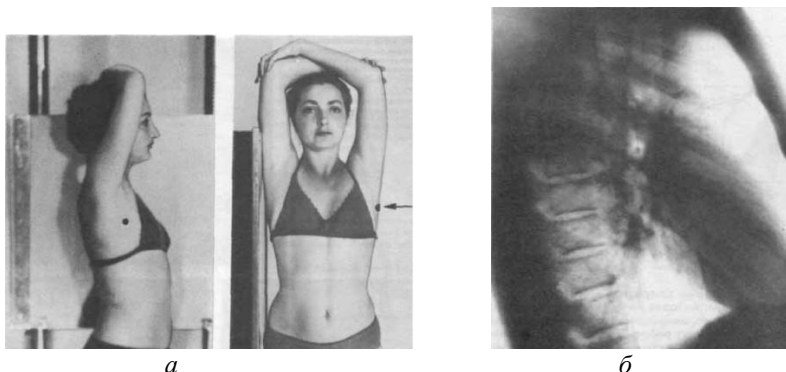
а* – укладка для рентгенографии легких в боковой проекции; *б* – рентгенограмма легких в той же проекции
